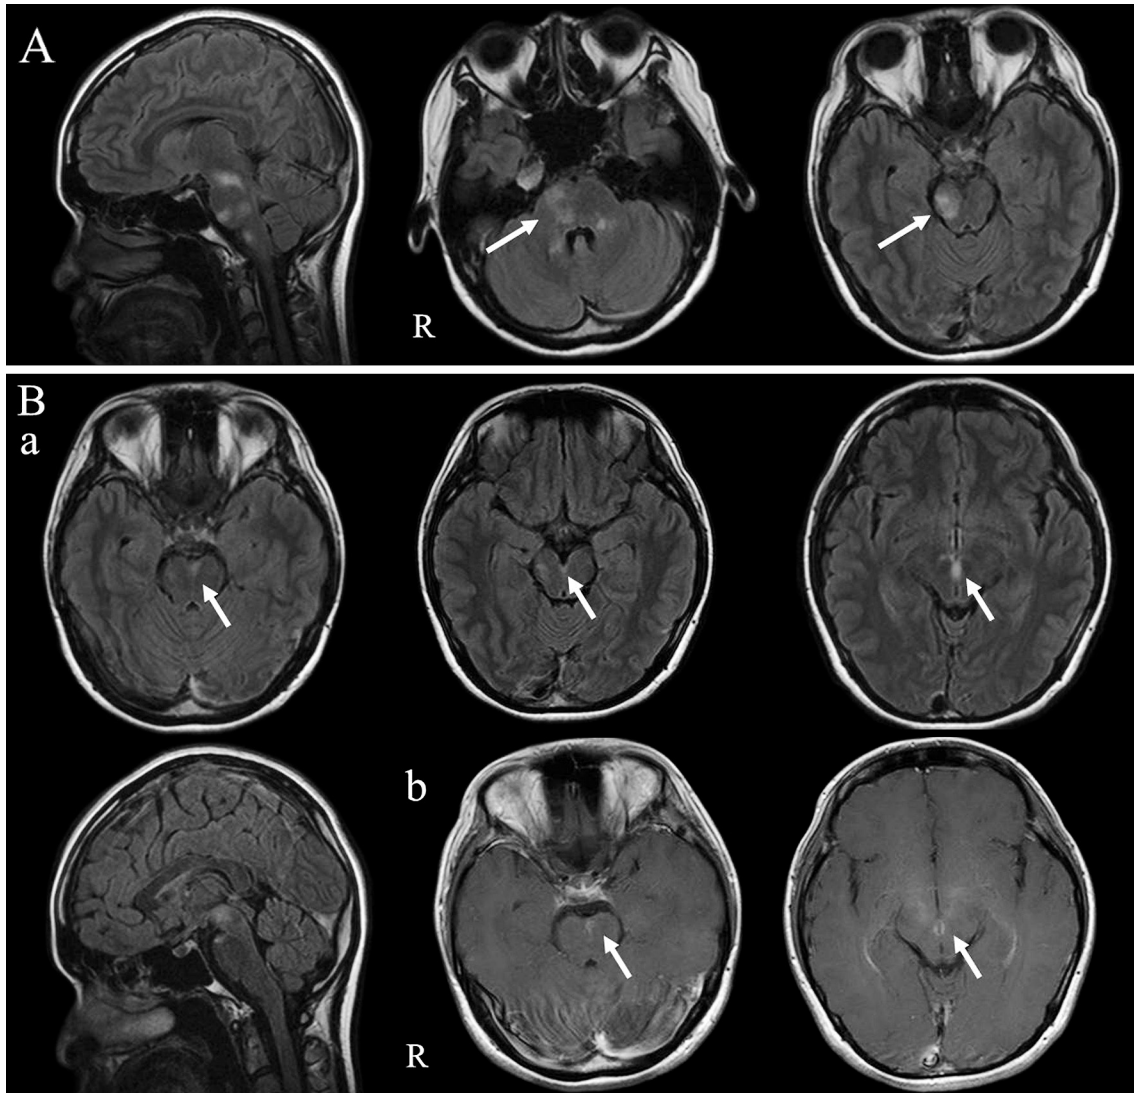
Brain MRI findings obtained during multiple sclerosis-like episodes.
